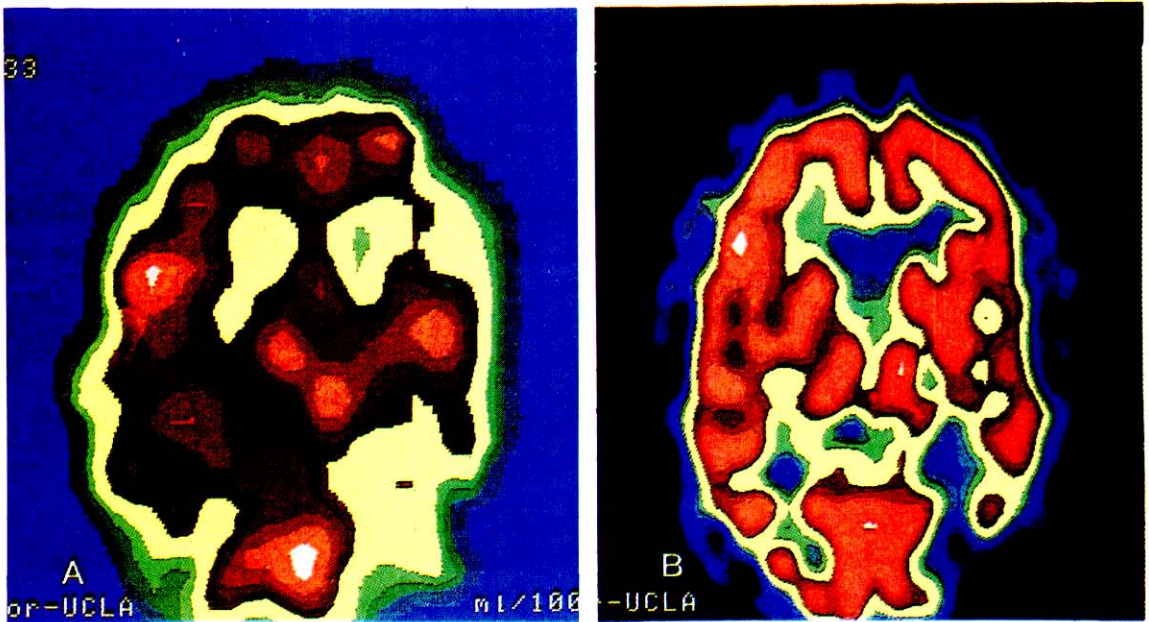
SPECTs con Xenon-133 y HMPAO de un paciente con demencia vascular. Se observa áreas de hipoperfusión en forma de cuña en lóbulos frontal y parietal posterior izquierdos, y en área frontal derecha.
